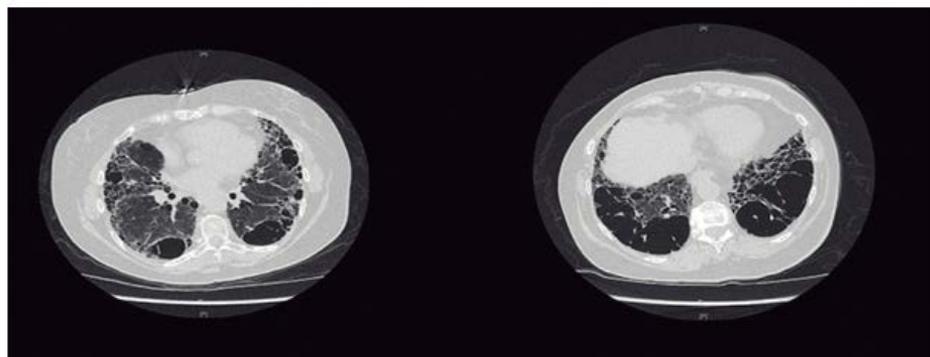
Resultados do teste de função pulmonar (em A) e TC de alta resolução do tórax (em B) em mulher de 72 anos com dispneia “desproporcional”. Prev: valor previsto; Prev LI: limite inferior do valor previsto; Prev LS: limite superior do valor previsto; CI: capacidade inspiratória; CRFpl: capacidade residual funcional por pletismografia; VRE: volume de reserva expiratório; VR: volume residual; e V_A: volume alveolar.
